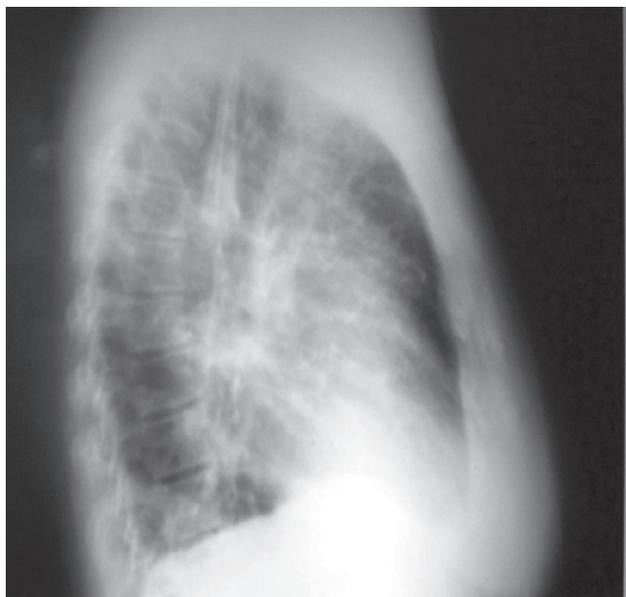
Radiografía lateral de tórax al ingreso.
